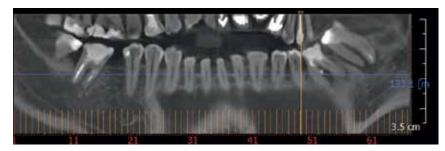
Сочетанное поражение зубов 36, 37 (компьютерная томограмма)
